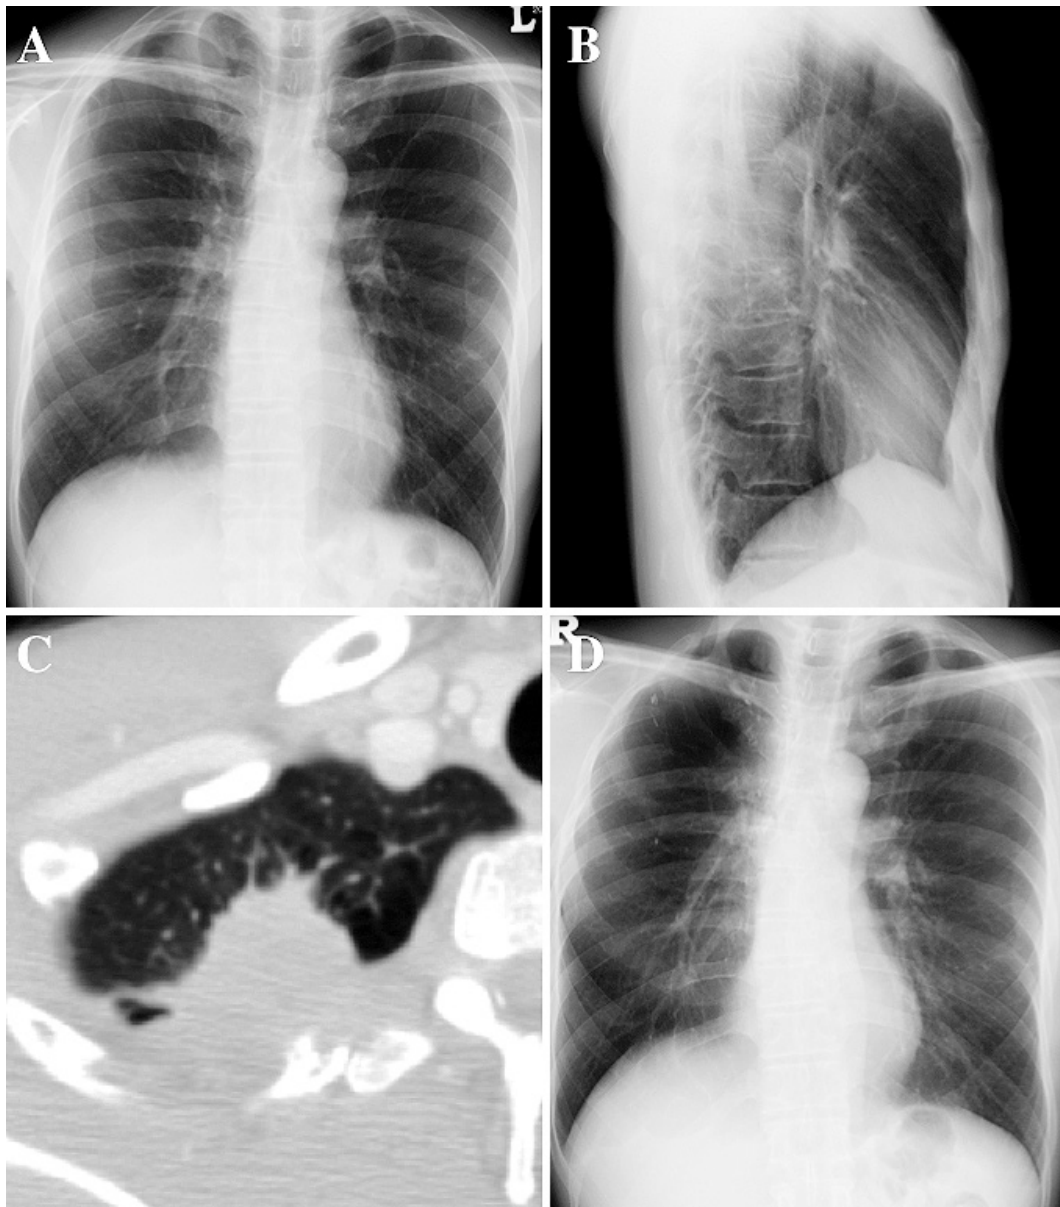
A, B: A chest roentgenogram obtained before treatment for right lung cancer showed a tumor shadow in the right lung field. C: Chest CT performed before treatment for right lung cancer showed a tumor shadow in the right upper lobe. D: A chest roentgenogram obtained after right upper lobectomy.
